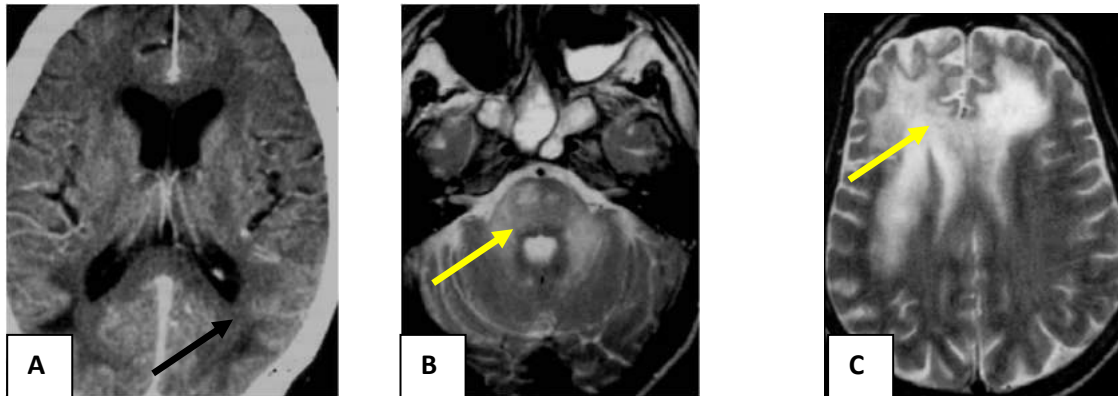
/. LEMP en A TDM zone hypodense pariétale postérieure (flèche noire). En B et C Images IRM en pondération T2 montrant des zones hyper intenses diffuses (flèches jaunes).
